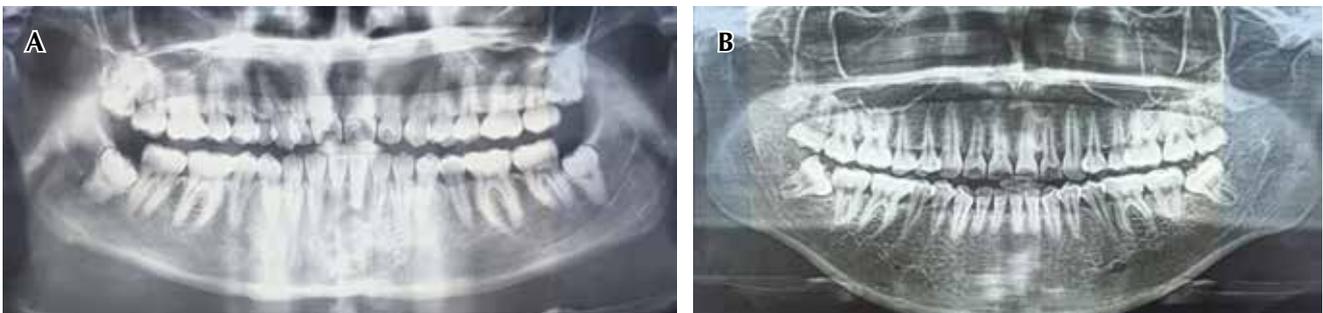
Radiografía panorámica de paciente que presenta raíces enanas en los órganos dentales: A) 14, 11, 21, 31 y 41. B) 32, 31, 41 y 42.
